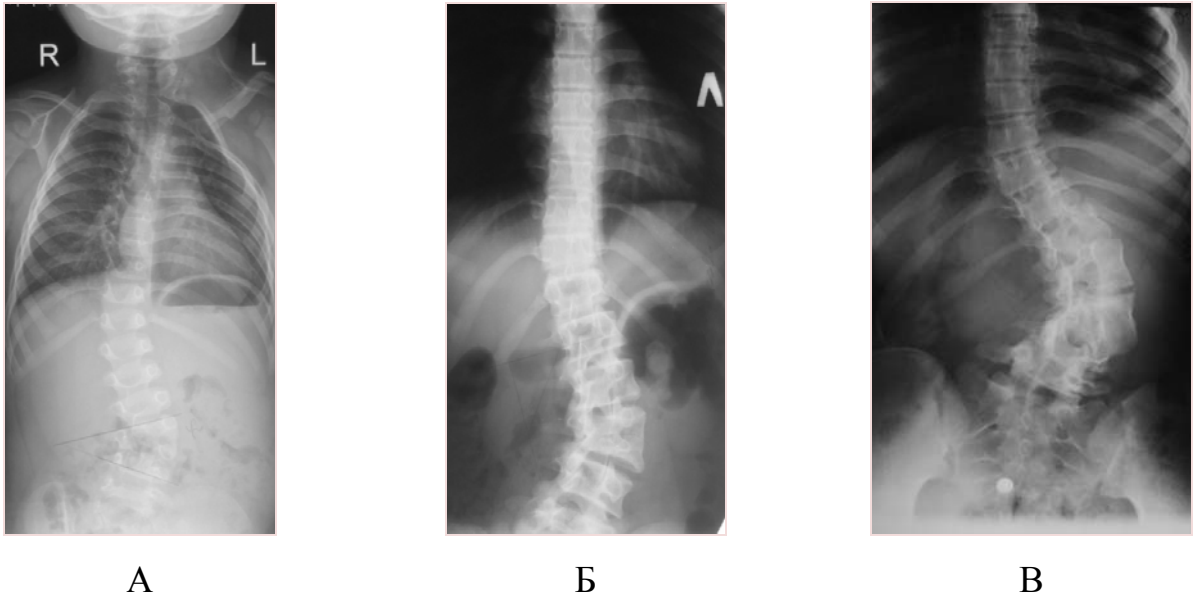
Рентгенограммы позвоночника пациента Л. (№7) в прямой проекции (возраст от 6 лет 4 месяцев до 10 лет 2 месяцев) с прогрессирующим сколиозом при заднебоковом левостороннем сверхкомплектном полусегментированном полупозвонке L4 (конкресцированным с L3 позвонком), где: А – первичная спондилограмма; Б – через 2 года наблюдения; В – через 4 года наблюдения
